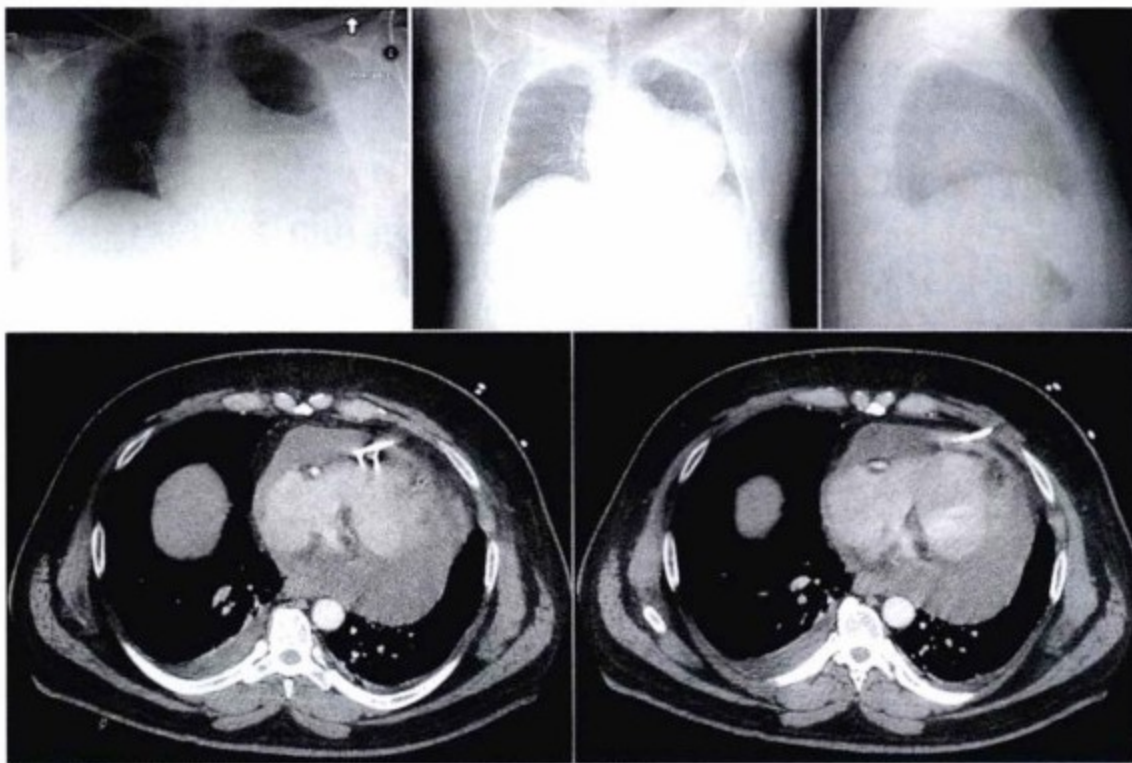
58岁男性,慢性先天性大量心包积液并进展为心包压塞。经心尖入路猪尾导管引流术。上左图为引流插入后的前后位胸片。此时心影仍较大。上中与右图,CT定位图也显示心脏的球形增大及引流导管。下图,CT增强扫描显示猪尾导管位于心包积液内,但由于分隔形成,仍有大量的残余心包渗液。
